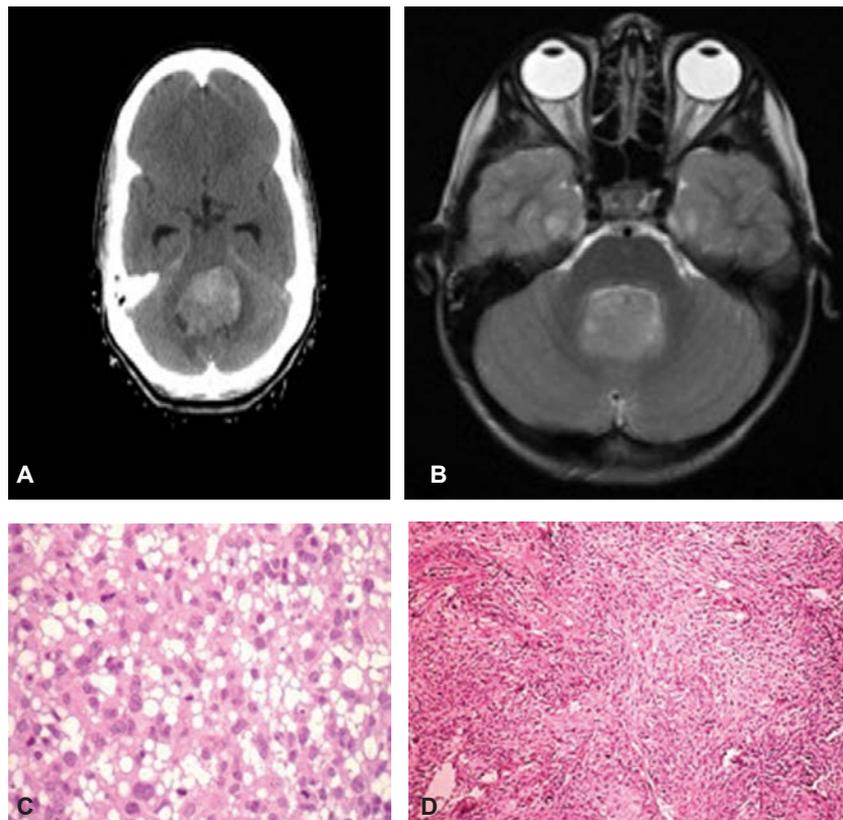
A) Masa heterogénea de bordes irregulares, rodeada de un halo hipodenso que representa edema perilesional. Ocupa la totalidad del IV ventrículo. B) RMN T2 donde se pone de manifiesto la heterogeneidad de la lesión.
